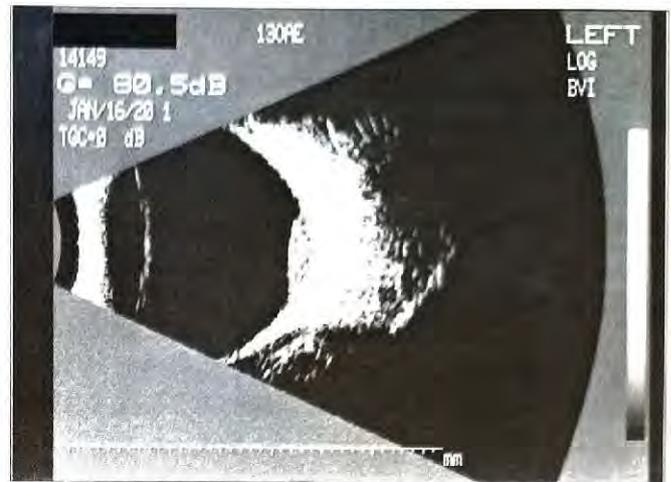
Ultrassonografia OE.
